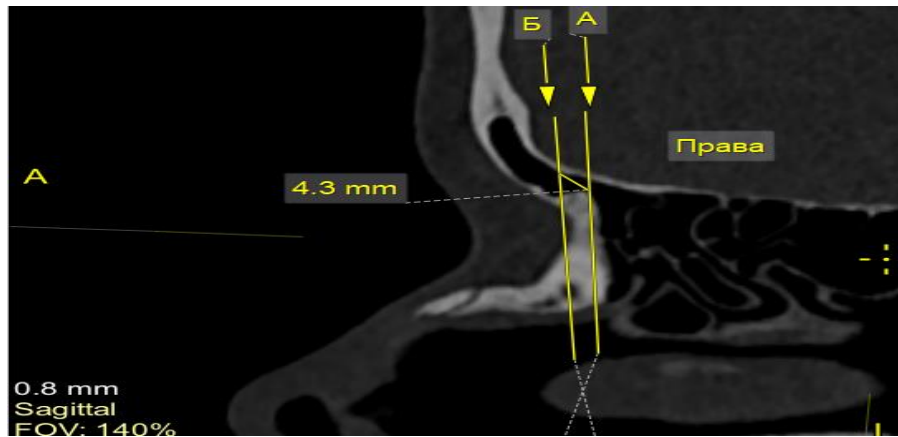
Негативна оцінка ОНЛС з вузьким ДНЛС в сагітальній проекції КТ зображення. Комп'ютерна томограма приносової ділянки жінки 22 років.
